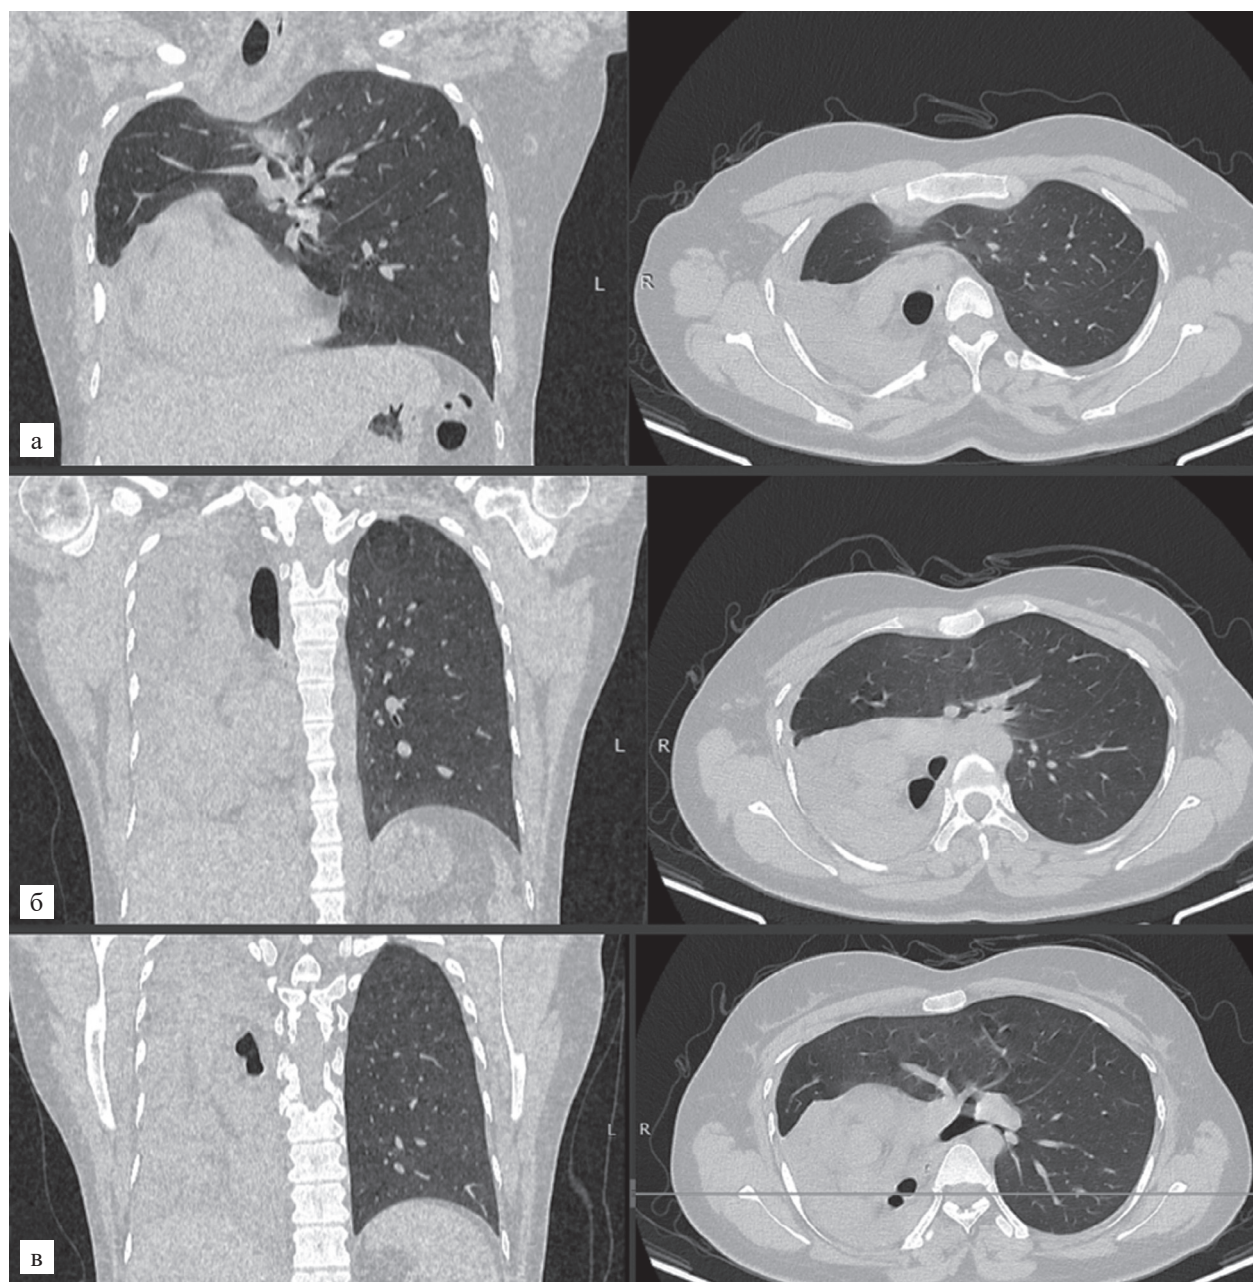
Данные компьютерной томографии пациента через 1 год после выполнения эндоскопического лечения: а – 3-й грудной позвонок; б – 5-й грудной позвонок (бифуркация трахеи); в – 7-й грудной позвонок (зона атрезии правого главного бронха)
